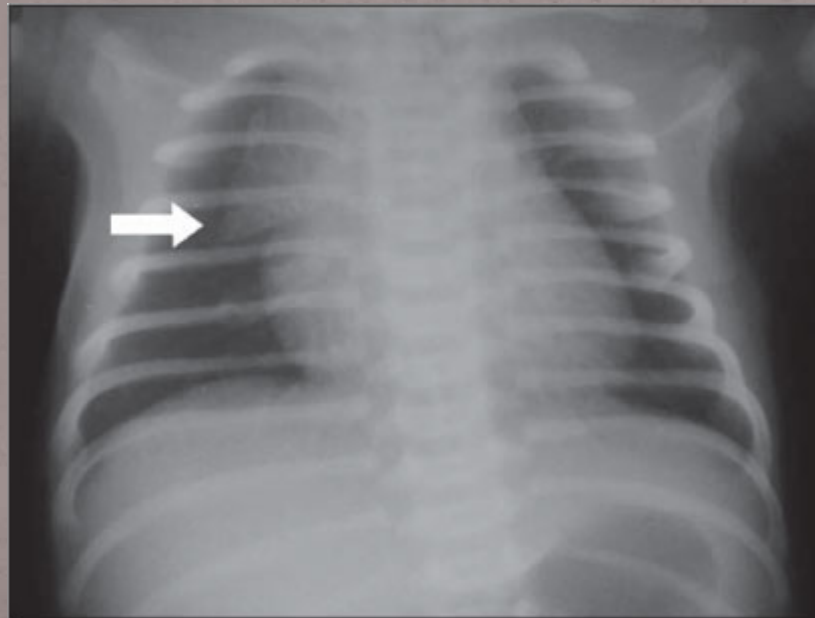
Radiografia de tórax de RN com três horas de vida apresentando o sinal da vela (seta).
